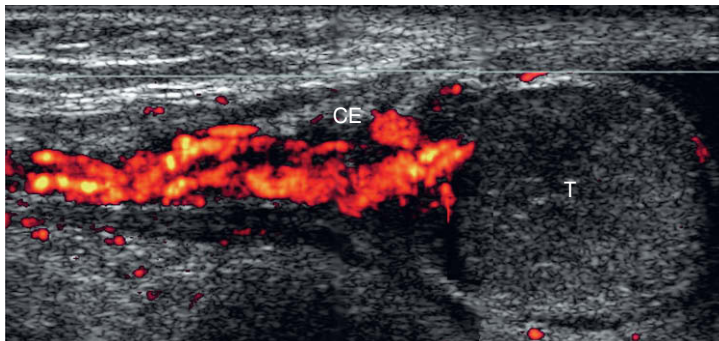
Proyección longitudinal de Doppler energía del cordón espermático (CE) y el testículo (T). Esta imagen está compuesta de varios fotogramas individuales. Se observa flujo en el cordón que súbitamente se interrumpe, sin que se identifique flujo en el testículo, compatible con una torsión.
